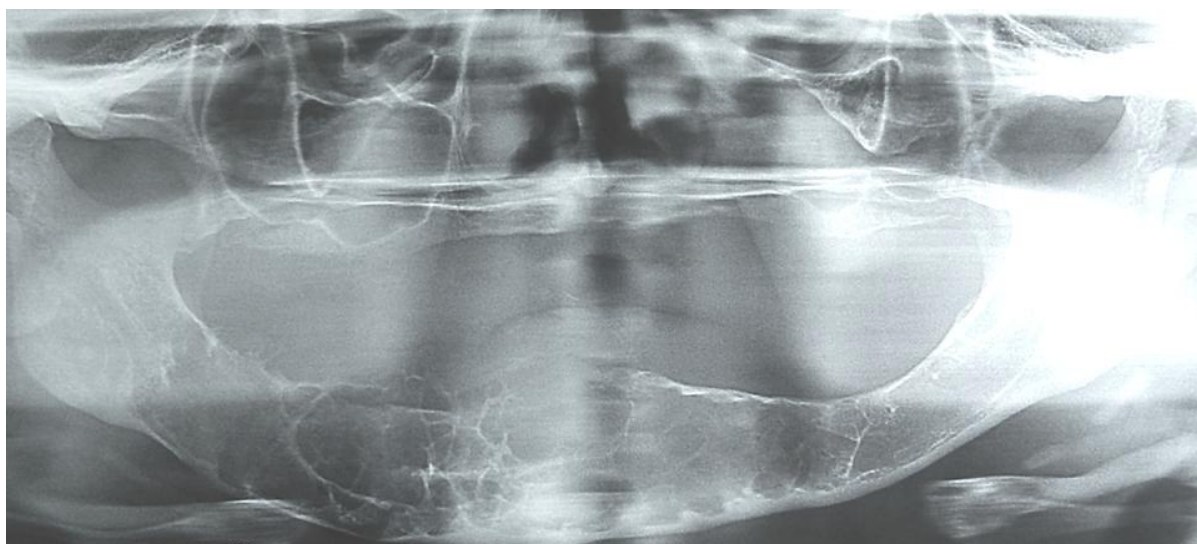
Radiografia panorâmica mostrando imagem radiolúcida multilocular na região de corpo mandibular estendendo-se do lado esquerdo (região equivalente ao 37) ao direito (região de ângulo de mandíbula). A lesão mostrava traves ósseas pequenas e mais bastante regulares com ângulos tipicamente retos, conferindo à imagem um aspecto semelhante a “raquete de tênis”.
